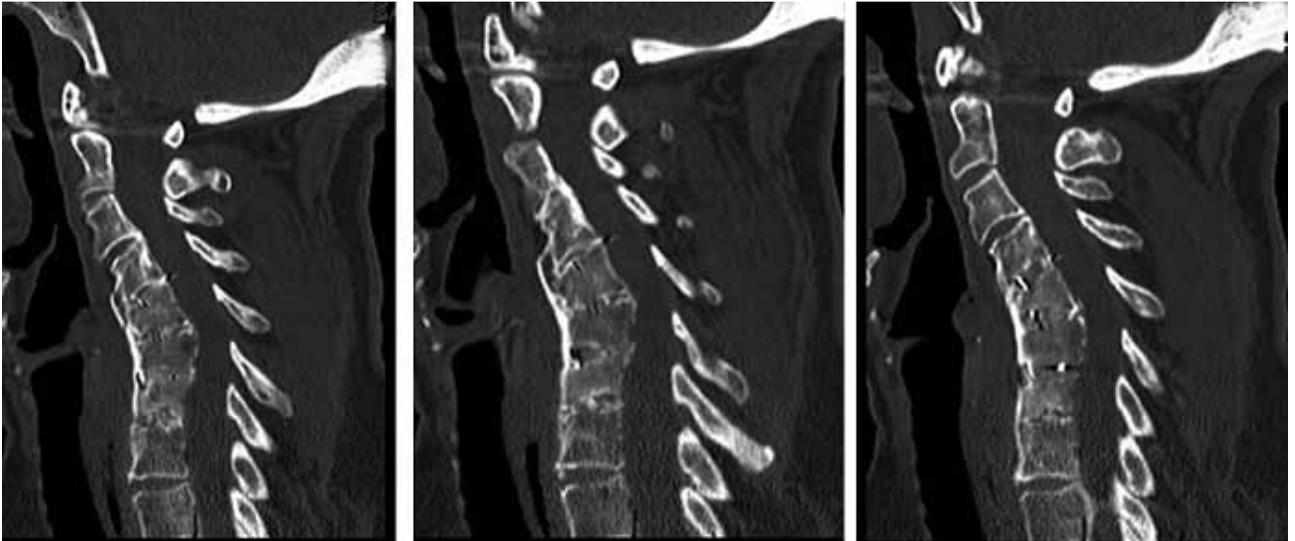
Tomografía computarizada después del trauma. ▲
